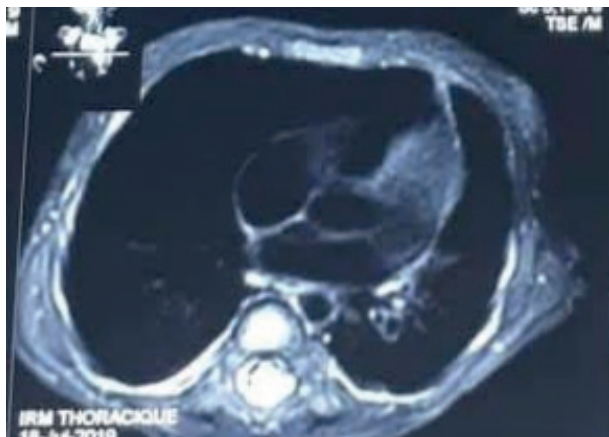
IRM thoracique révélant une lésion kystique multiloculaire de 70*40cm située dans le médiastin antérieur, en contact direct avec le tronc pulmonaire.
